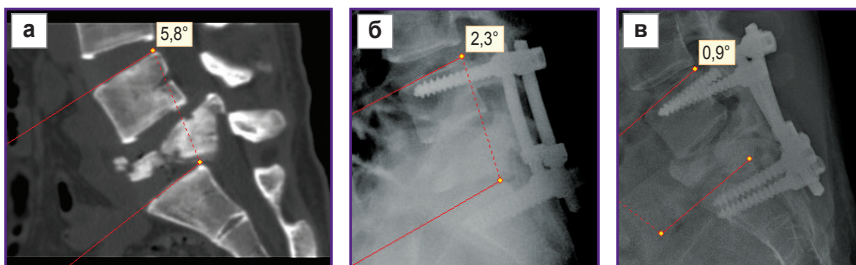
КТ и рентгенография больного Р., 35 лет: а — через 10 дней после травмы; б — через 6 мес после транспедикулярной фиксации; в — через 12 мес после транспедикулярной фиксации. Обращает на себя внимание уменьшение регионарного угла L₄–S₁ в послеоперационном периоде до 6 мес. К 12 мес развилась нестабильность металлоконструкции
